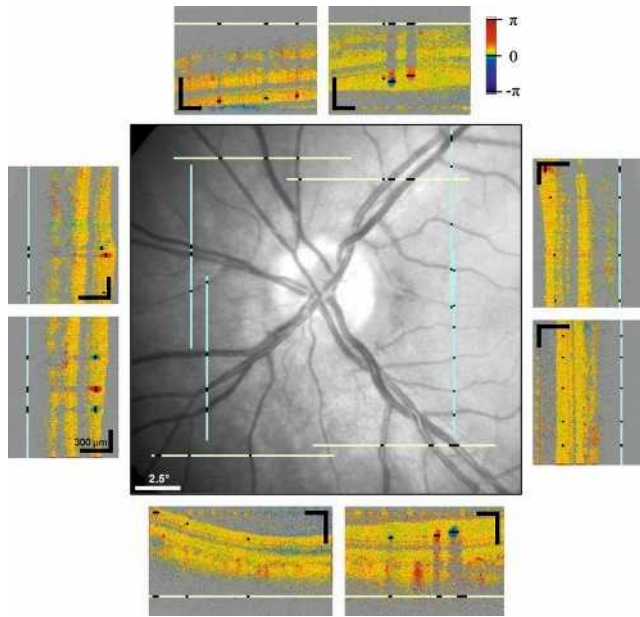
Doppler-OCT. Coupes réalisées en périphérie de la tête du nerf optique.
